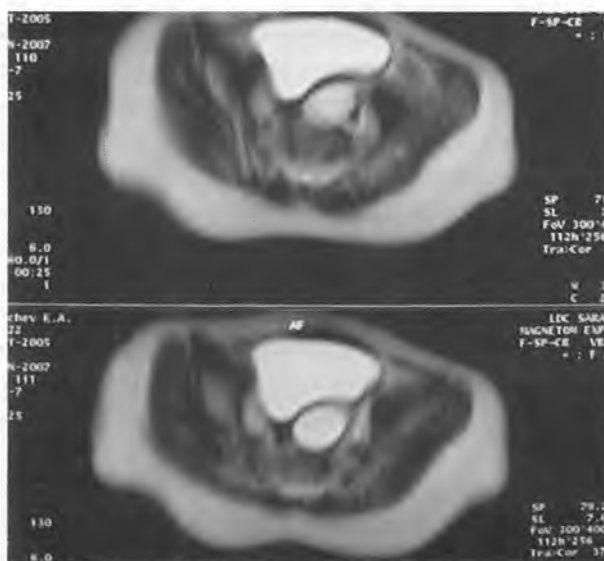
Магнитно-резонансная томография (поперечный срез) – визуализируется заполненный мочой мочевой пузырь и над ним резко расширенный дистальный отдел мочеточника (тот же больной)
